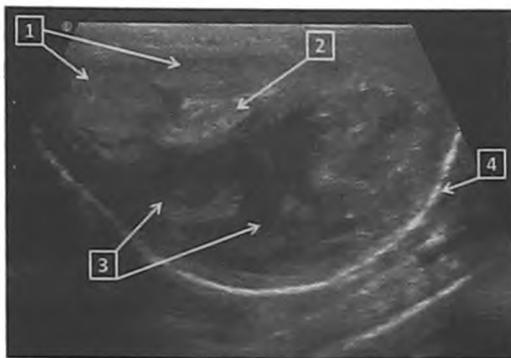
Высокоразрешающее УЗИ полового члена. Поперечная проекция. 1 – кавернозные тела, 2 – спонгиозное тело с уретрой, 3 – зрелый абсцесс спонгиозного тела, содержащий жидкий детрит и газ в виде точечных гиперэхогенных включений, 4 – кожа
